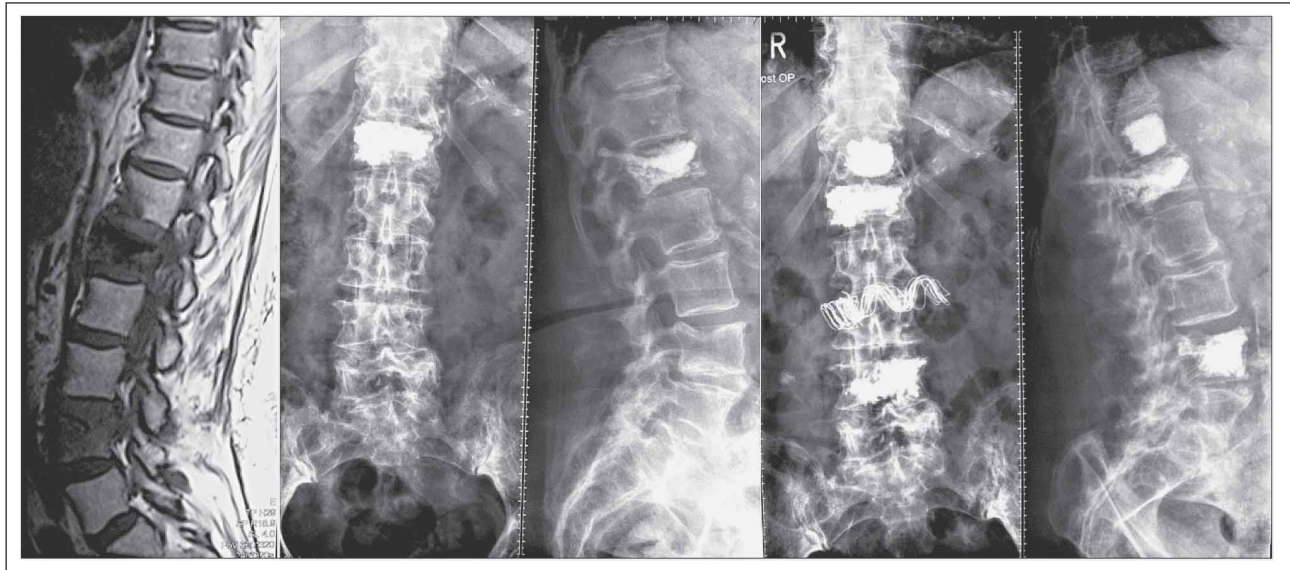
87-jährige Patientin, MRT-Stir-Sequenz vor OP, konventionelle Bilder präoperativ und postoperativ.
